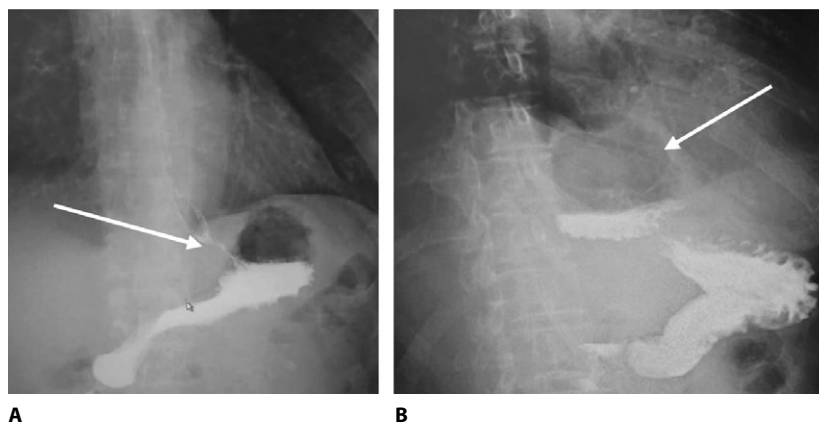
Рентгенограмма осложнения после фундопликации по Nissen. Соскользнувшая манжета (стрелка на рис. А) сдавливает верхнюю часть тела желудка, дно желудка (стрелка на рис. В) растянуто вследствие нарушенной проходимости и расположено выше уровня диафрагмы, пищевод укорочен, пищеводно-желудочный переход расположен на 3 см выше уровня диафрагмы
